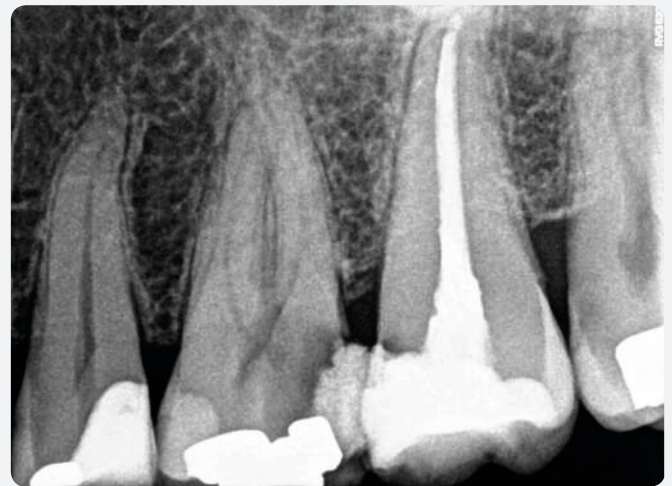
Radiografía preoperatoria inicial.
